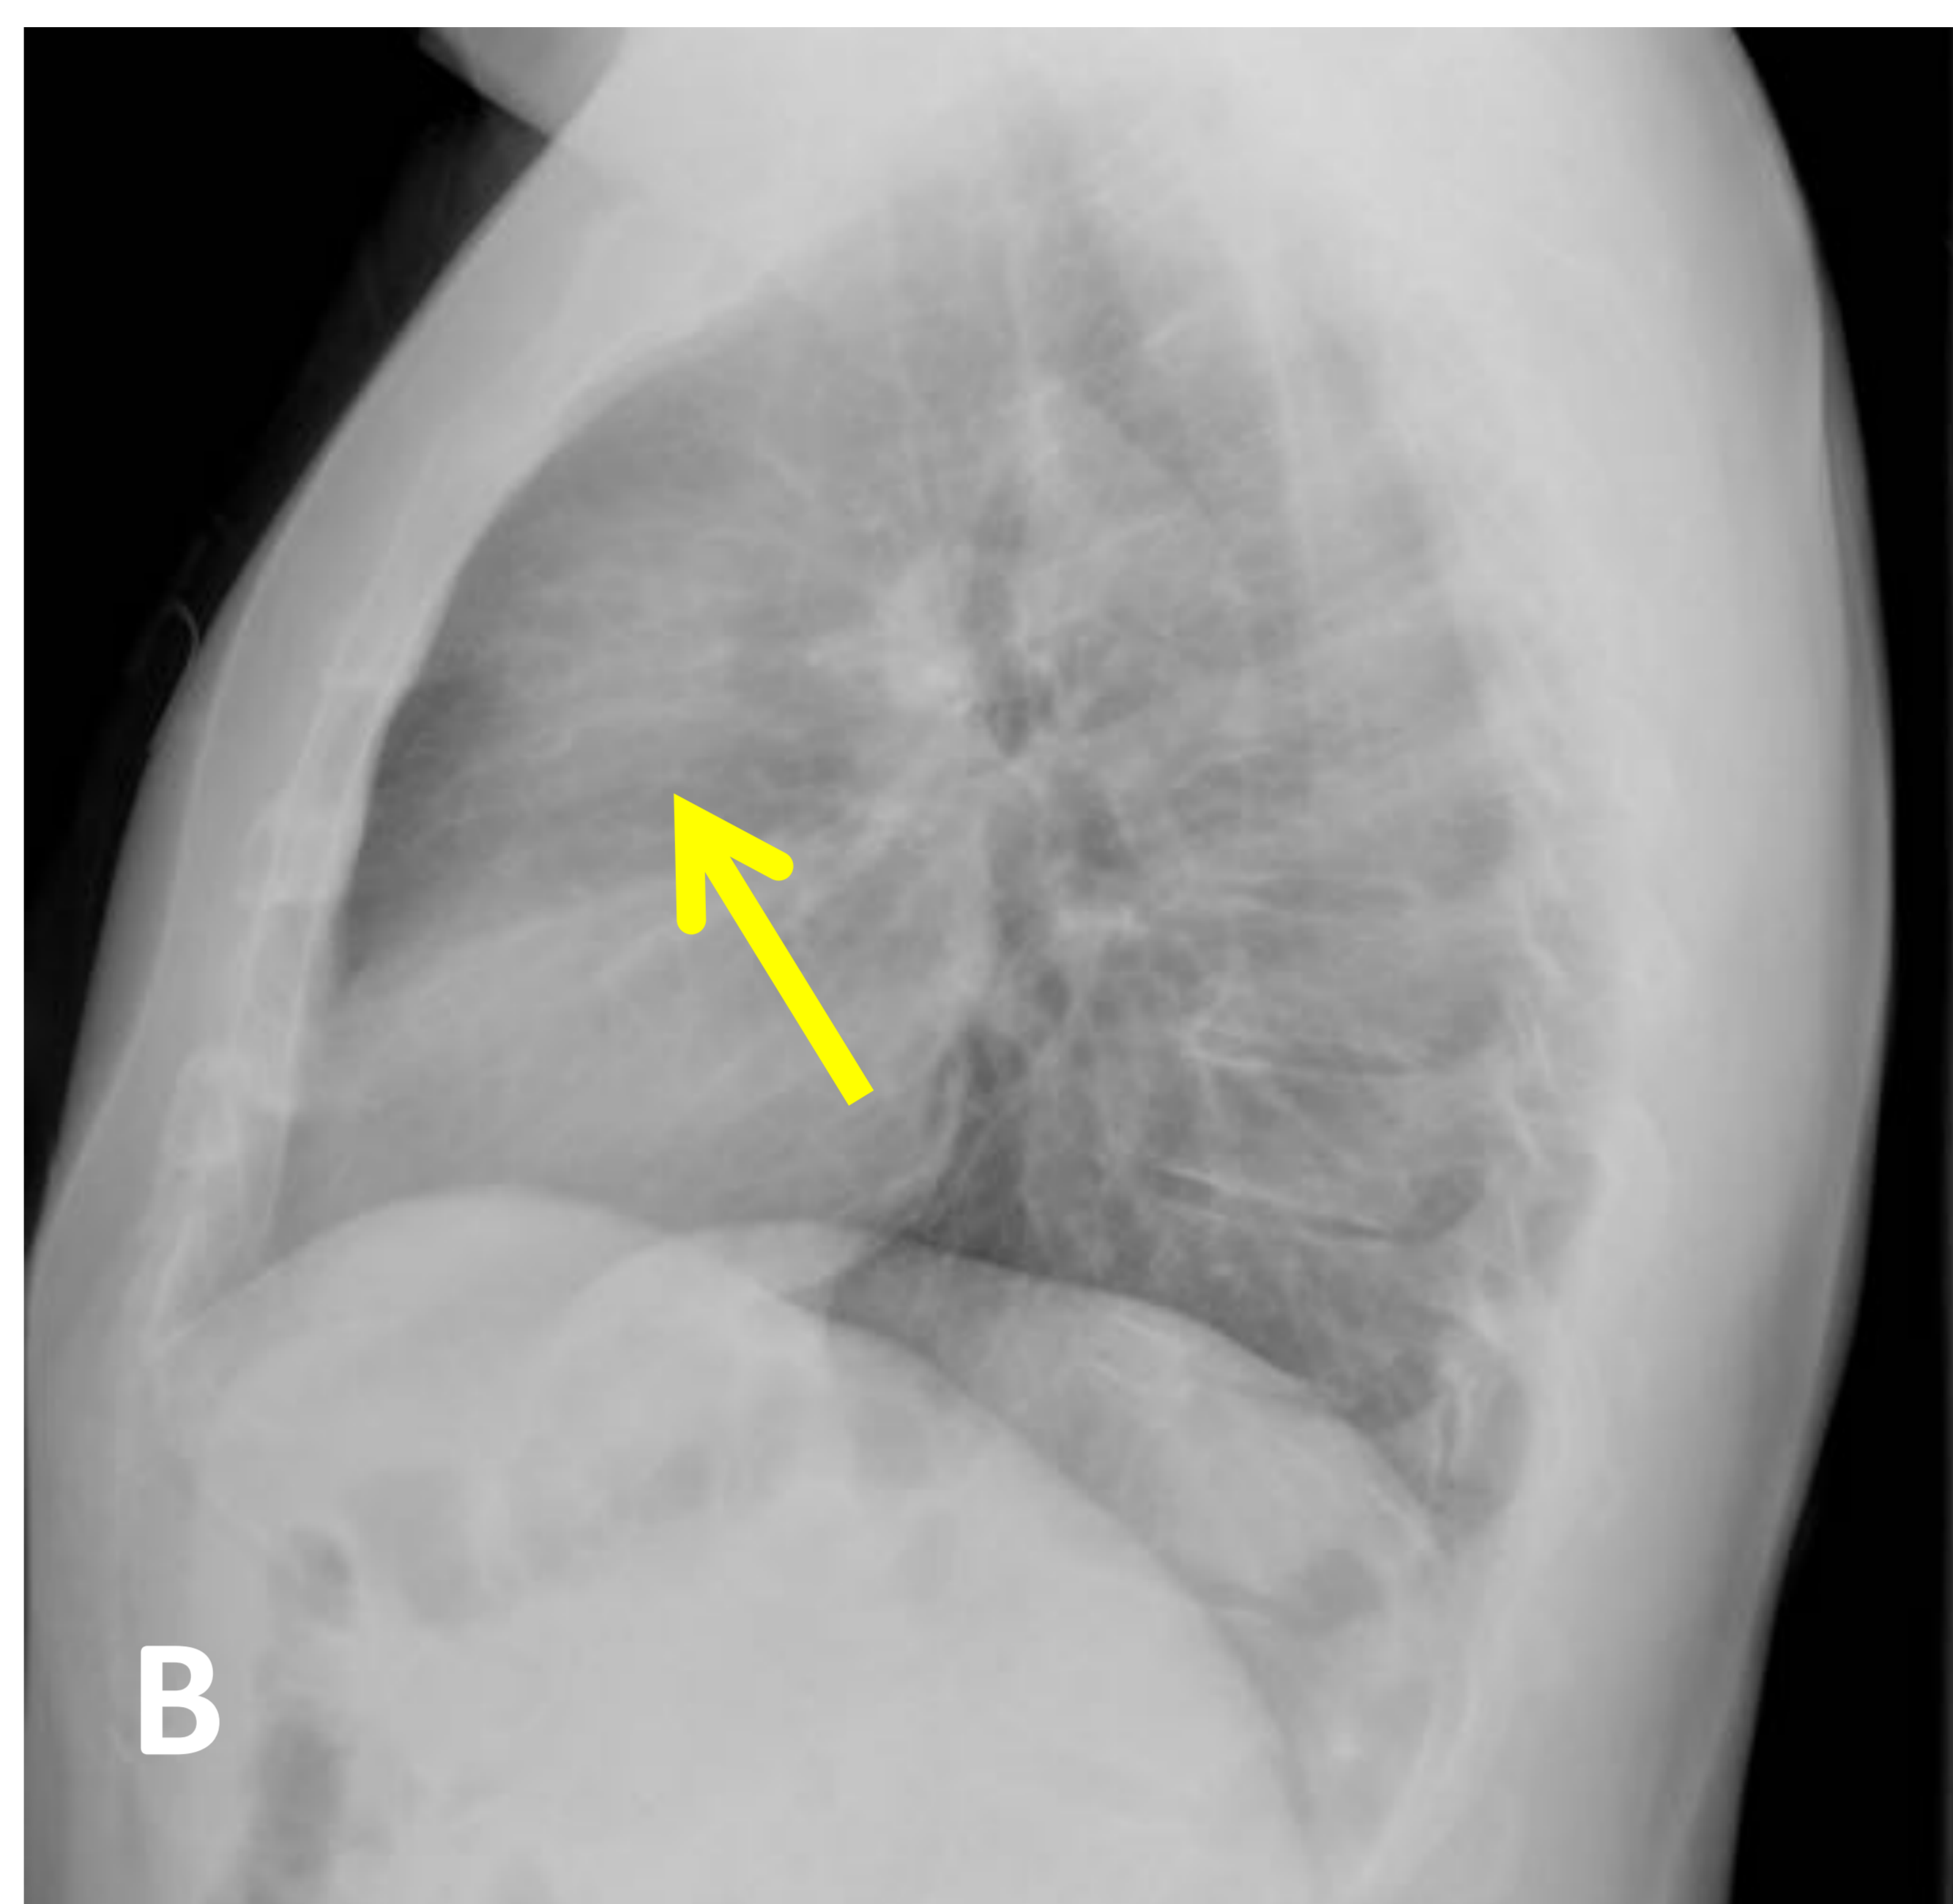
Timoma con metástasis pleurales. Varón de 40 años sospecha de miastenia ocular. A) y B) Radiografía de tórax posteroanterior y lateral. C), D), E) y F) TC torácica con civ con ventana de mediastino coronal, axial y sagitales. Masa sólida en compartimento prevascular del mediastino, visible en la radiografía lateral proyectada sobre espacio aéreo retroesternal [flecha amarilla en B], pero no en radiografía PA a pesar de que mide 5 cm de diámetro mayor [G] radiografía PA magnificada]. En videotoracoscopia múltiples implantes sobre pleura costal posterior y el diafragma, alguno visible en TC [flecha naranja en F], pero ninguno en la radiografía.
